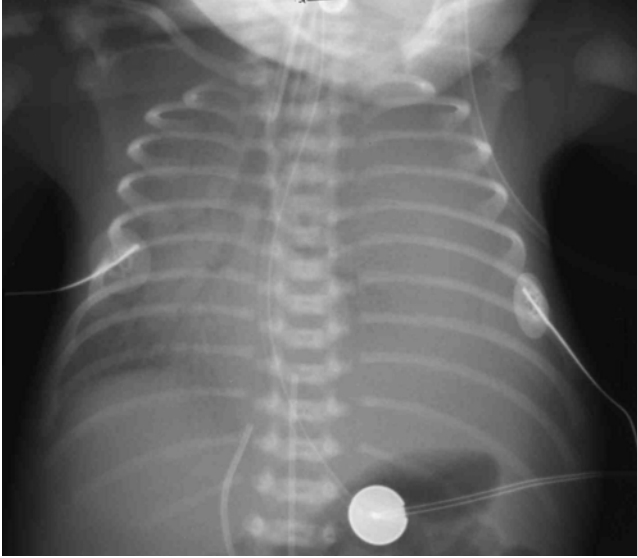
AP chest roentgenogram soon after birth reveal diffuse opacification of left chest with mediastinal shift to the right side.
